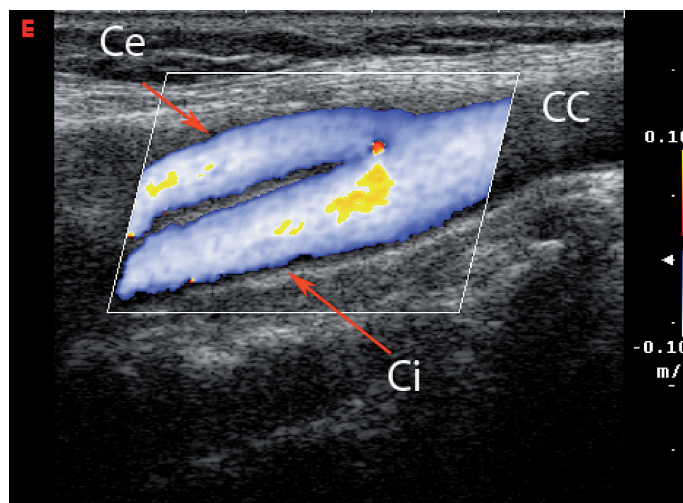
IMMAGINE POWER DOPPLER DELLA BIFORCAZIONE CAROTIDEA. CC = carotide comune, Ci = Carotide interna; Cest = Carotide esterna.
